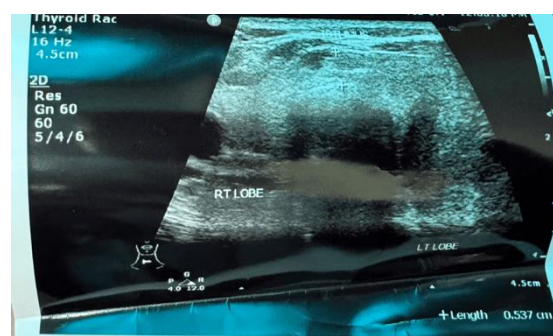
USG Leher (LV Supraclavicular)
